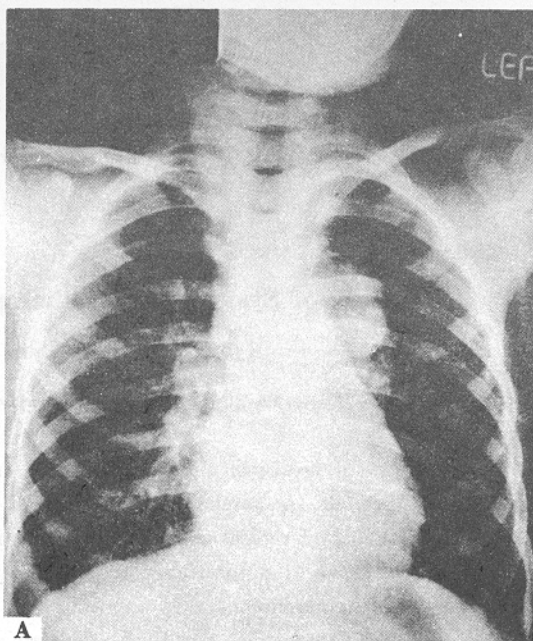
Chest PA and abdominal CT following VAC chemotherapy. A) Metastatic coin lesion not decreased in size. B) Previous retroperitoneal lymphadenopathy increased in size. C) Bulky mass in Rt spermatic cord not decreased in size.
